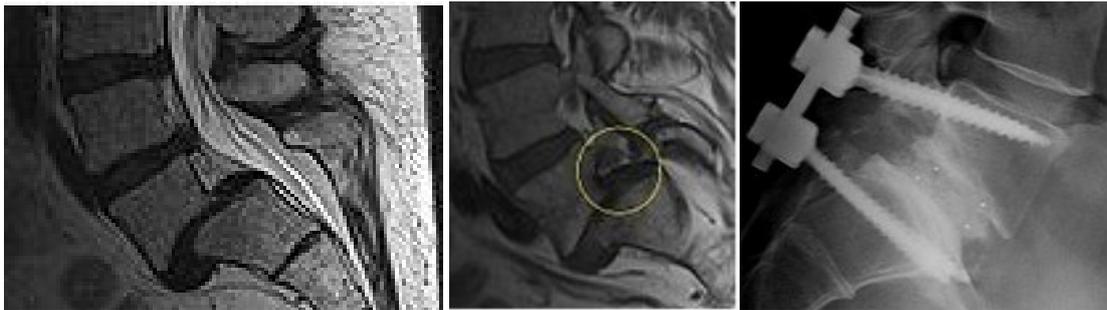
Spondylolisthesis L5-S1 II-II Grades mit Stenose und Nervenwurzelkompression beidseits: MRT-Bilder vor (links) und Röntgen-Bild nach der Operation (rechts: Reposition, Dekompression, Fusion)
